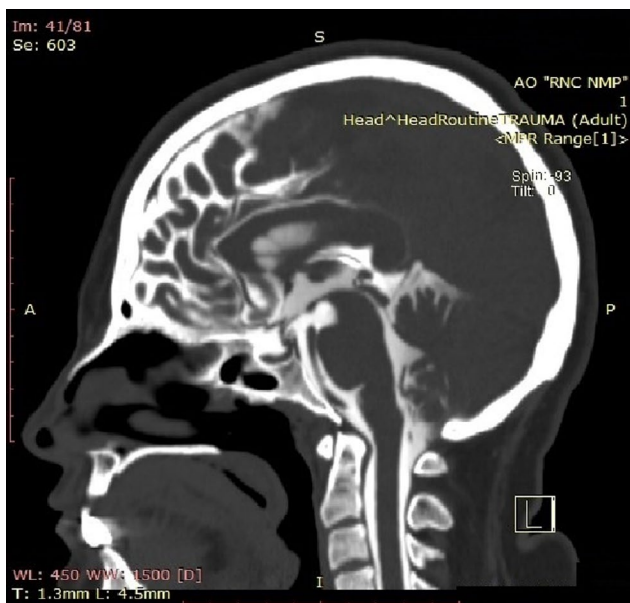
КТ-скан пациентки №1. Через 20 минут после интратекального введения контрастного вещества показано накопление в передней черепной ямке
